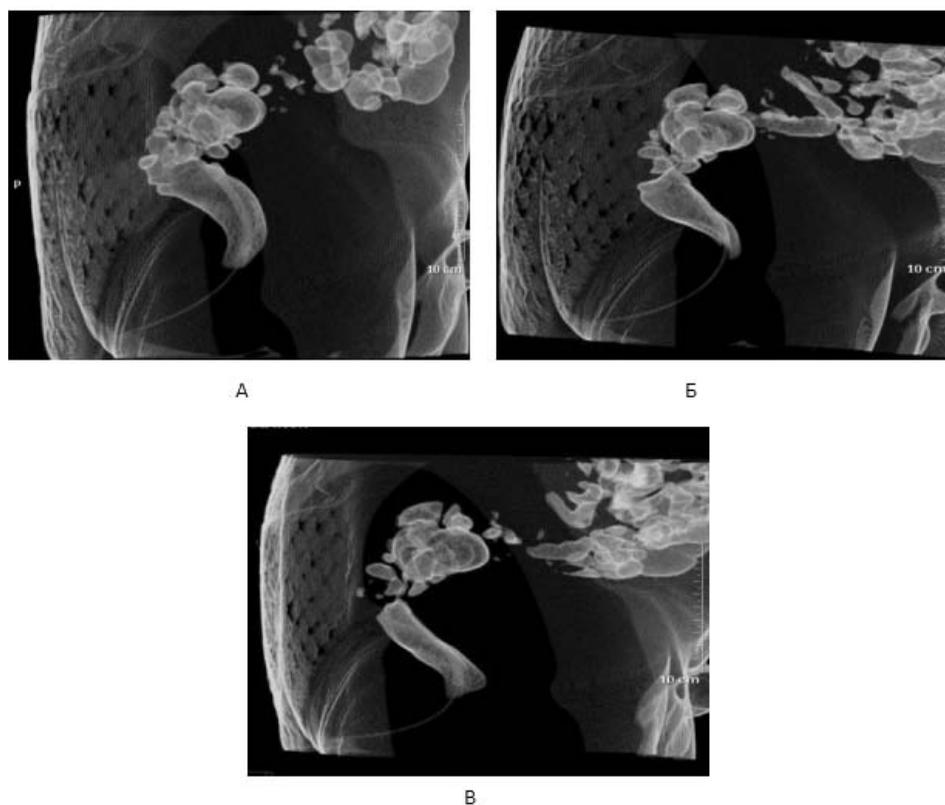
Компьютерно-томографическая резервуародефекография больной С. с 3D реконструкцией. А – покой, Б – волевое сокращение, В – натуживание
